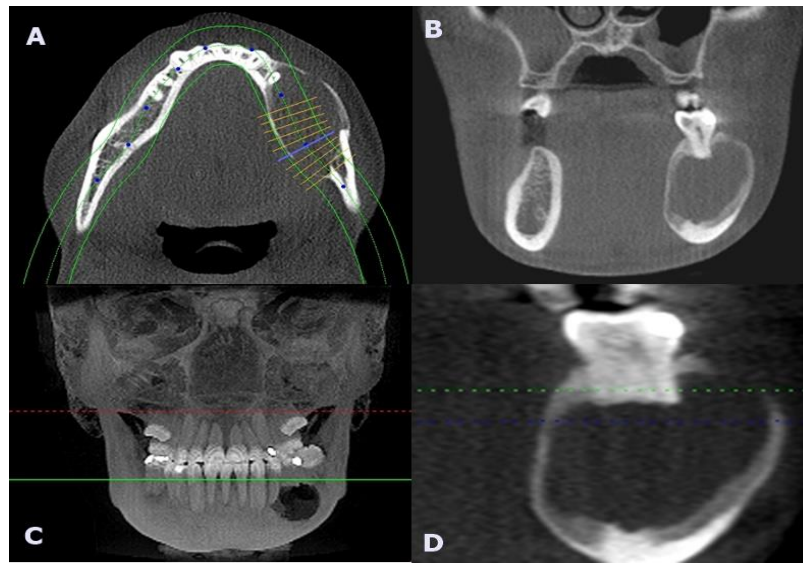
Tomografia Computadorizada onde é possível notar a lesão hipodensa do lado esquerdo da mandíbula nos cortes Axial (A), coronal (b), vista frontal (C) e parassagital (D).
